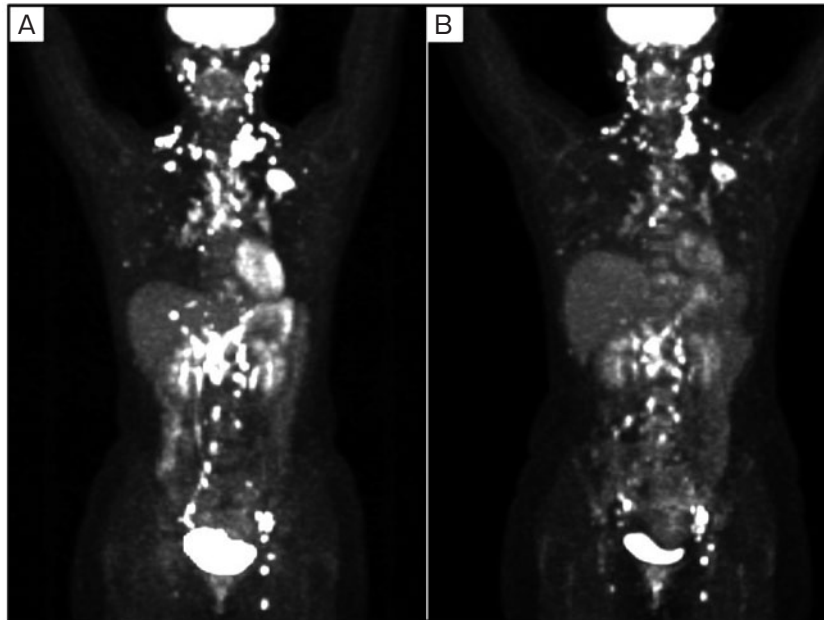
FDG-PET. (A) 化学療法4コース終了直後には、化学療法前と比較して左肺腫瘍や左頸部リンパ節のほか、多数のリンパ節においてサイズの増大と高いFDG集積（肺腫瘍SUVmax 16.9, 左頸部リンパ節SUVmax 38.5）を認めた. (B) 治療終了半年後には、左肺腫瘍や全身リンパ節腫大は軽快した.
